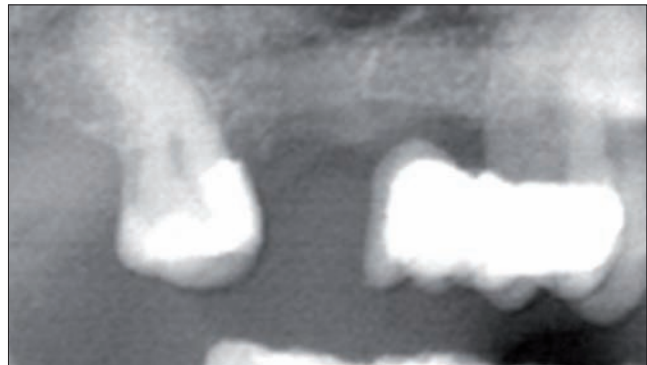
Ortopantomografía en la que se observa el seno neumatizado
